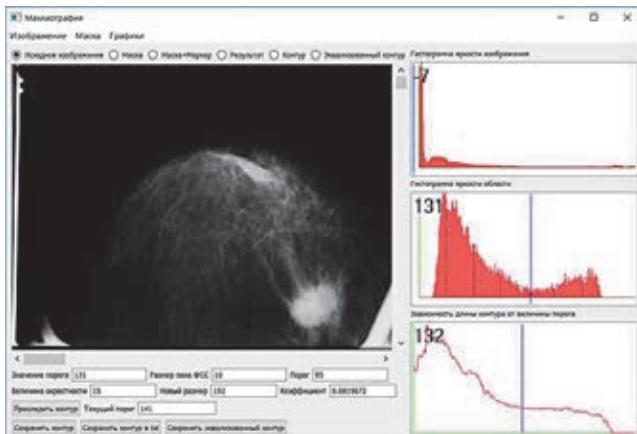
Программный комплекс для анализа изображений рентгеновских маммограмм
